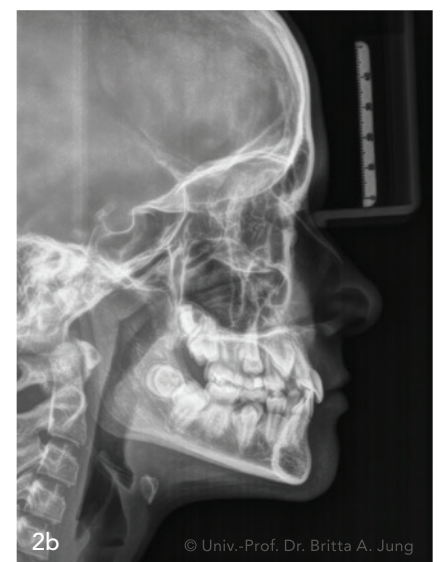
Der radiologische Anfangsbefund (a) Orthopantomogramm (PSA) und (b) Fernröntgenseitenbild (FRS) vor der Therapie. Der Zahn 13 zeigt eine Tendenz zur Verlagerung, Zahn 23 war verlagert. Die Zähne 18, 28, 38 und 48 waren röntgenologisch sichtbar. Die FRS Auswertung ergab eine skelettale Klasse I bei orthognathem Ober- und leicht prognathem Unterkiefer mit Tendenz zur Mesialbisslage. Hypodivergenz der Kieferbasen bei horizontalem Wachstumsmuster.
